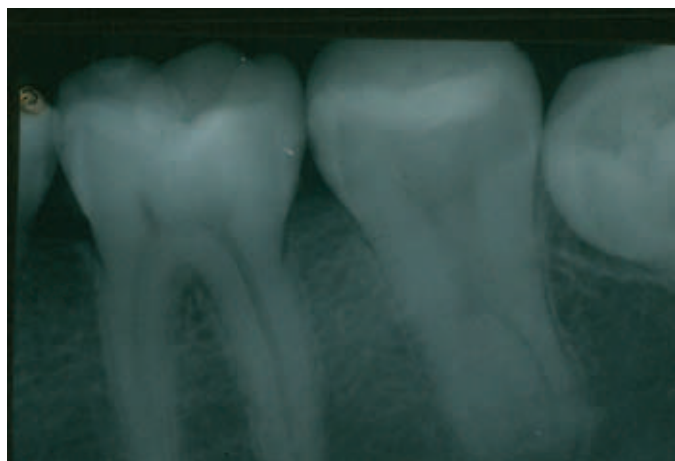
Radiografia de diagnóstico, demonstrando presença bilateral de taurodontismo nos segundos molares inferiores. B – dente 37.
